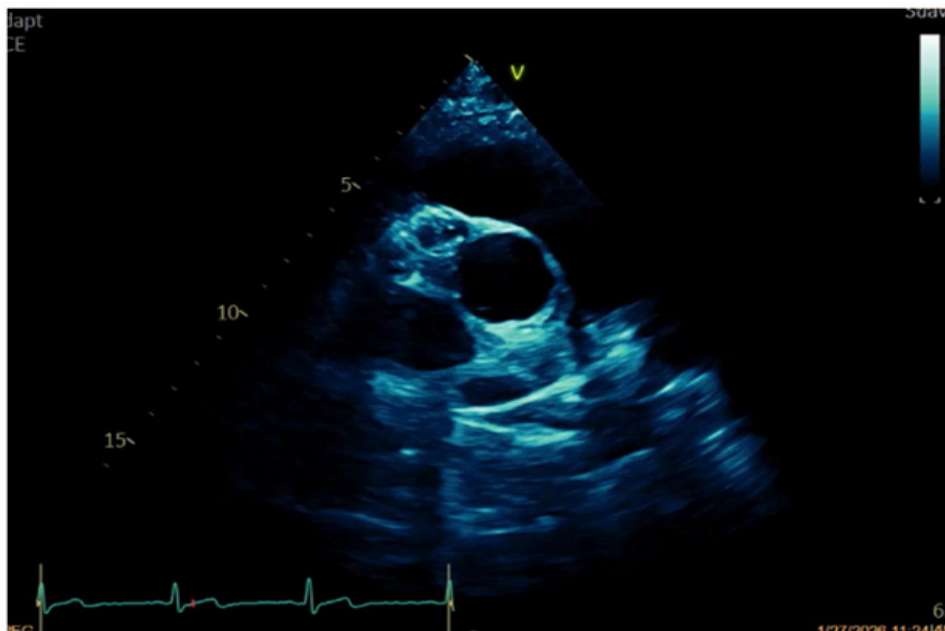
Ecocardiografía transtorácica en vista paraesternal eje corto.
